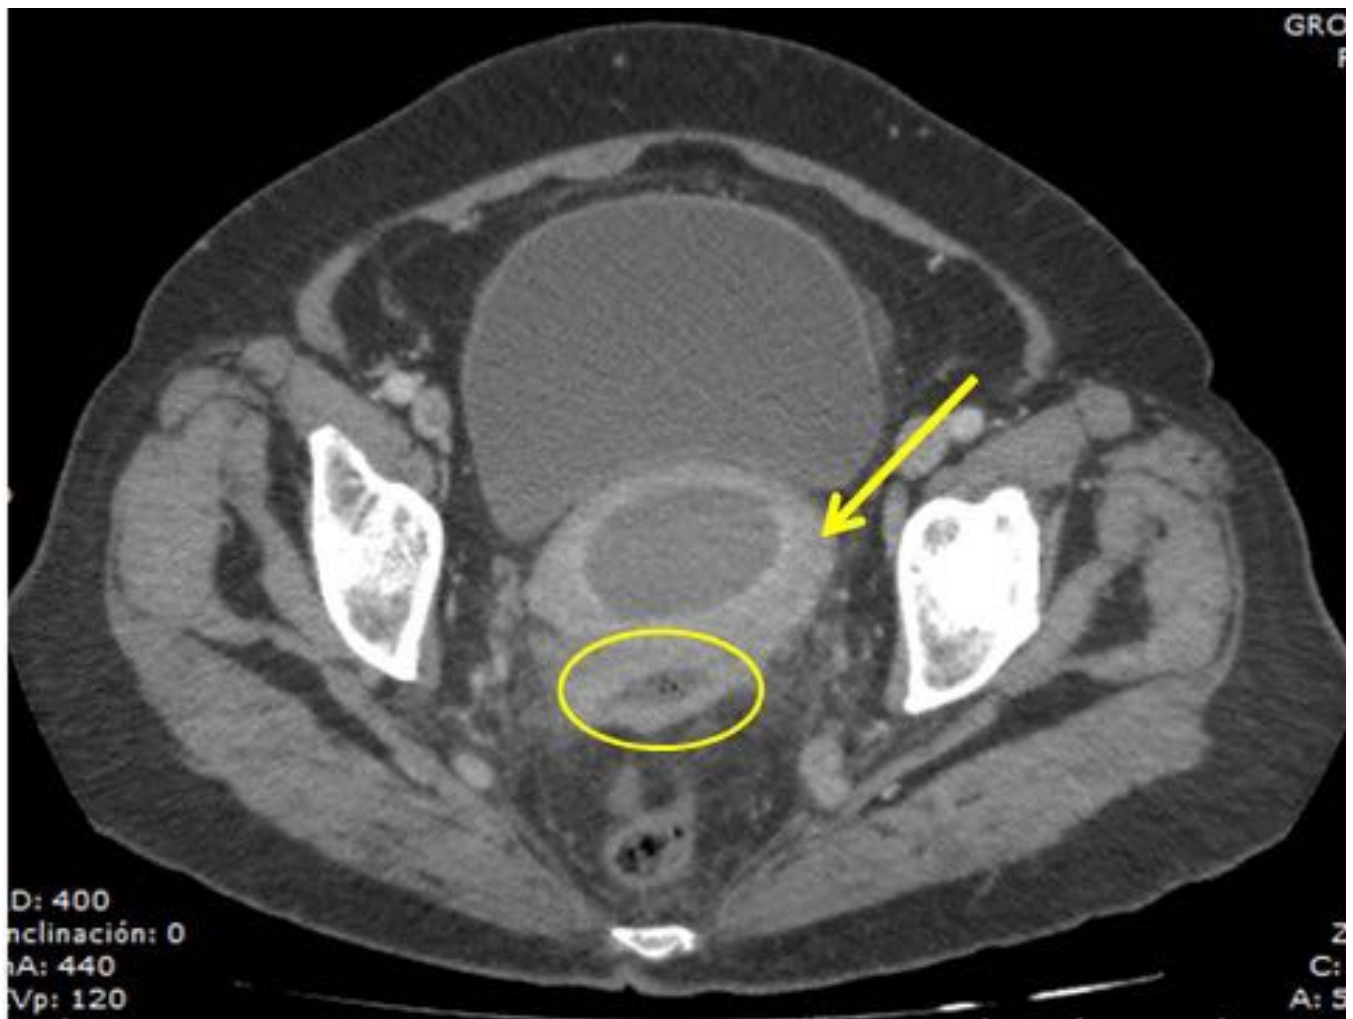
Fig. 21. Corte axial de TC con CIV, en el que se aprecia pequeña burbuja de aire libre en hemial paciente de la figura previa, en relación con neumoperitoneo. Referencias: Servicio de Radiodiagnóstico, Madrid, España.
